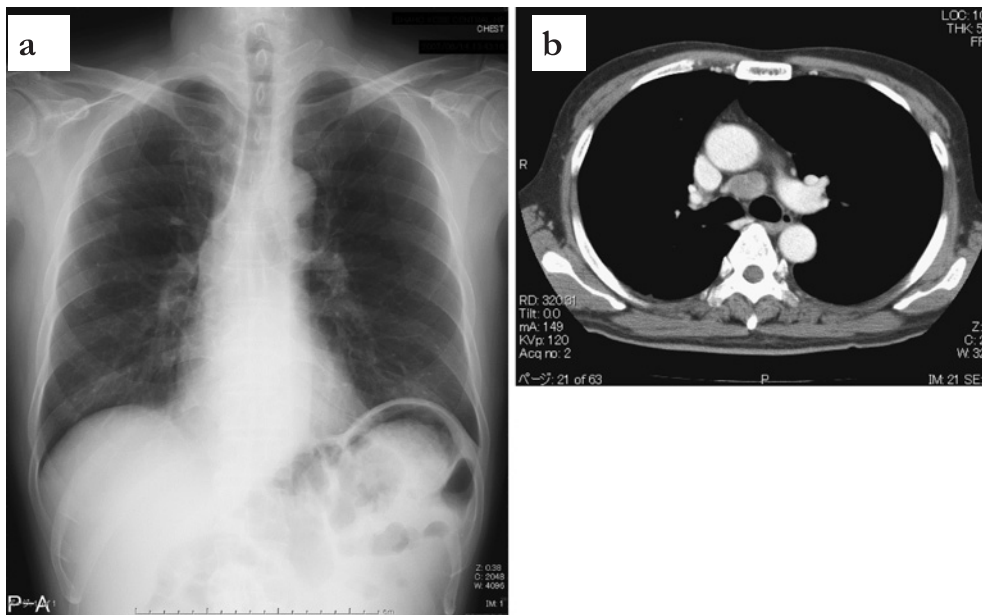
Chest radiograph (a) and CT scan (b) on admission showing a swollen lymph node.
